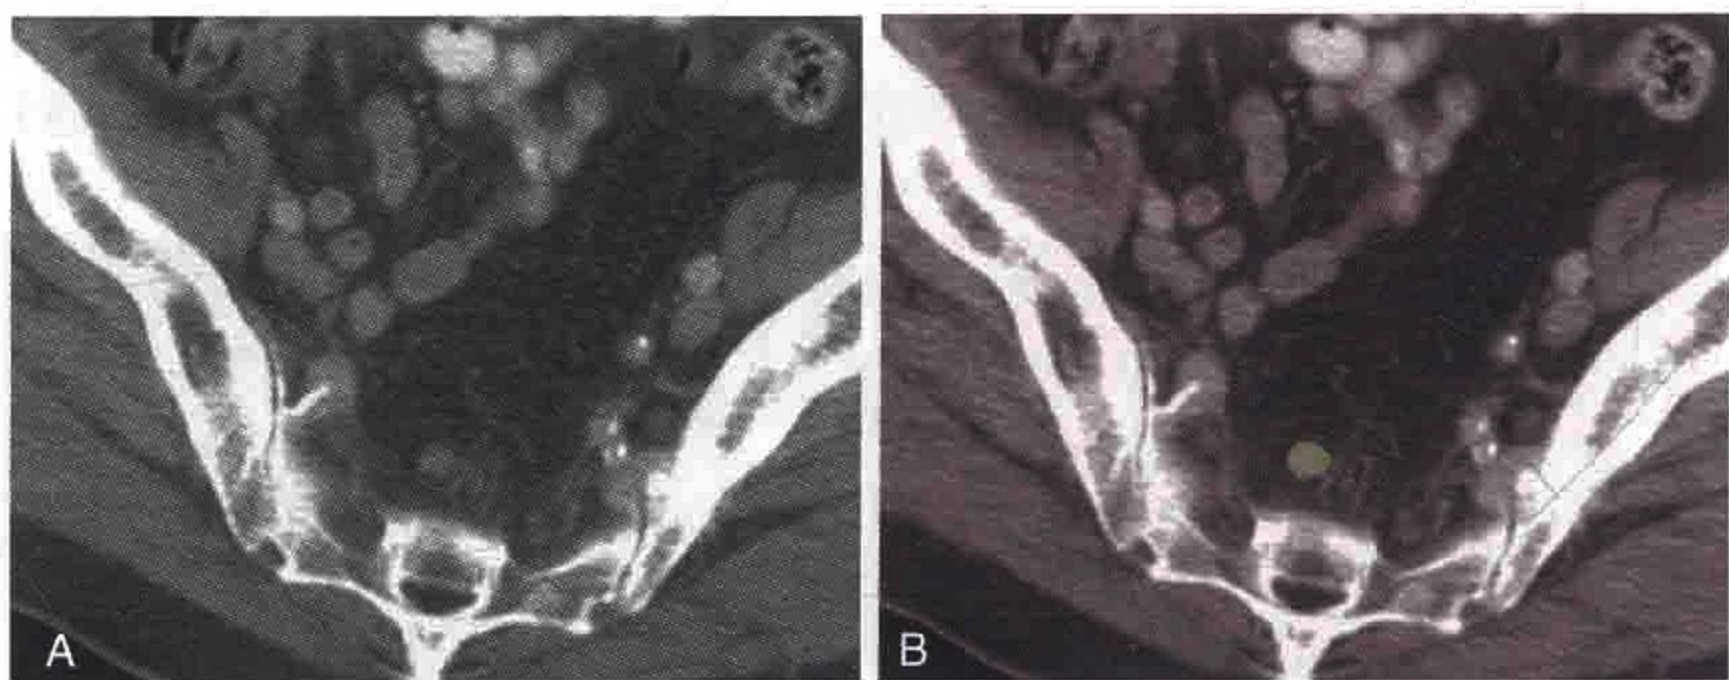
横轴位 CT 图像示前列腺癌患者骶前淋巴结转移 (绿色)
